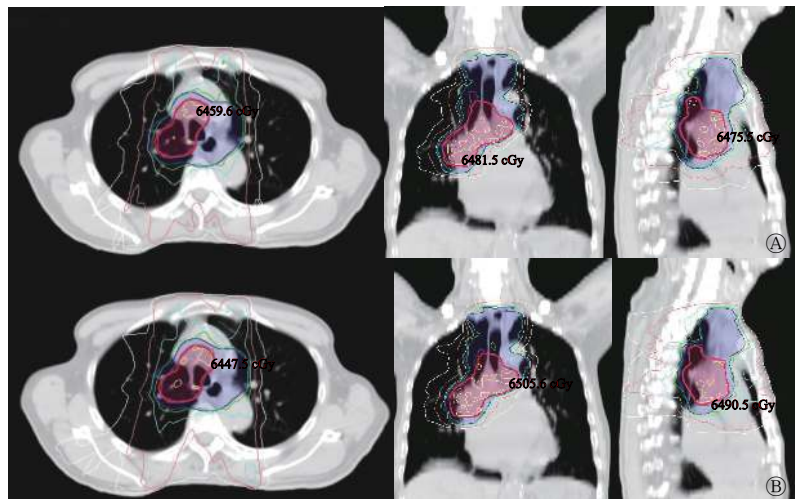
中央型肺癌患者 (男性, 73岁) 调强适形放射治疗的靶区剂量分布图 A为锁铅门设计 (F-plan); B为添加虚拟的“Block”设计 (B-plan)。A和B从左至右依次为CT的横断面、冠状面、矢状面; 红色区域表示计划大体肿瘤体积, 蓝色区域表示计划临床靶体积。CT为计算机断层摄影术
